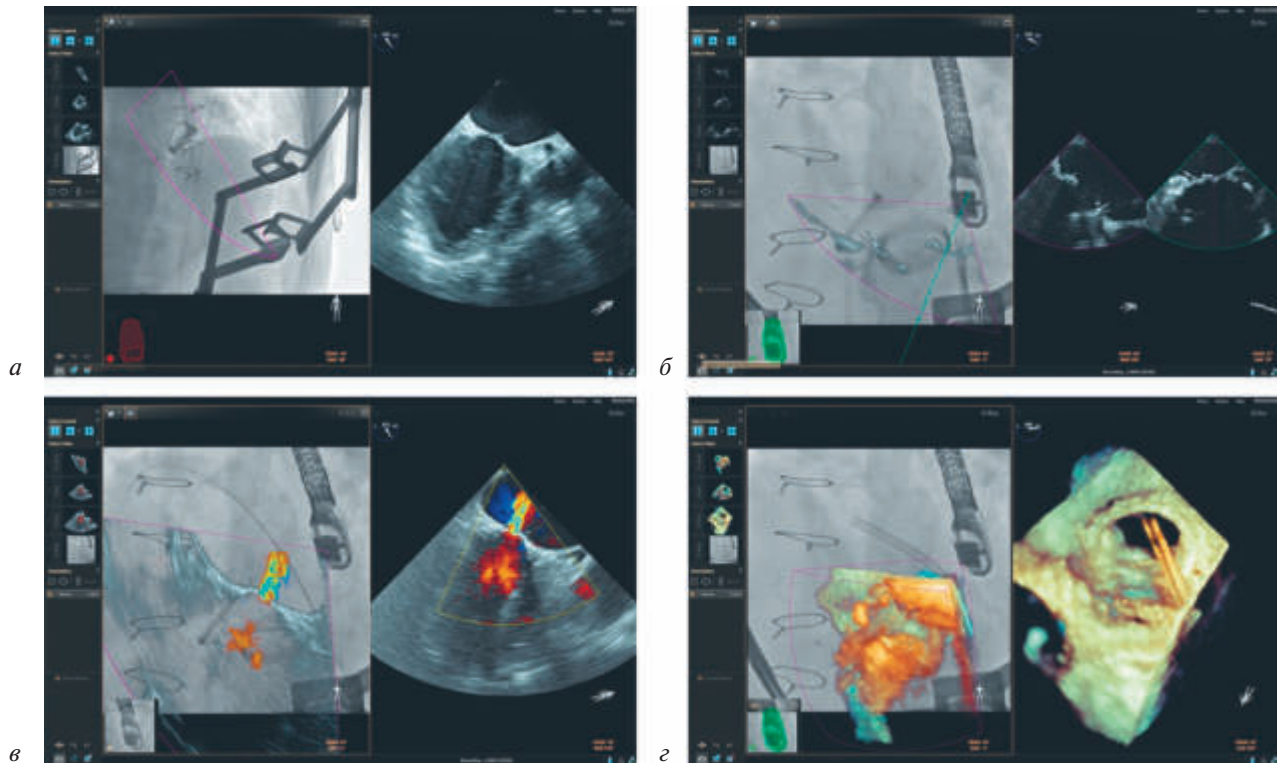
Рентгеноскопия и ЧПЭхоКГ как в одной плоскости (а), так и в плоскости X-Plane (б). Здесь интервенционист может установить маркеры для лучшего места пункции. На 2D-ЧПЭхоКГ (в) и 3D-ЧПЭхоКГ (г) можно определить проекцию для последующей визуализации
